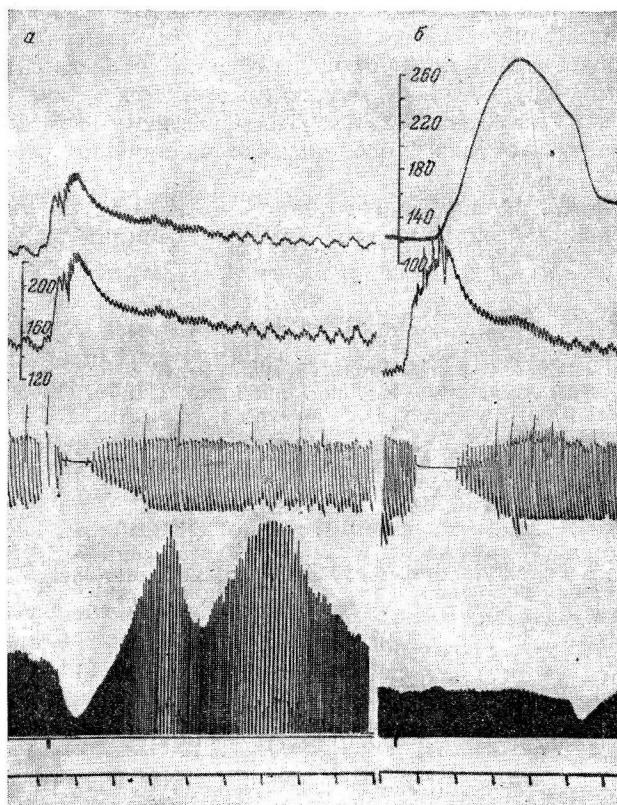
Сопоставление изменений кровотока через левую заднюю конечность (а) и перфузионного давления в бедренной артерии этой же конечности (б) при внутривенном введении адреналина.
